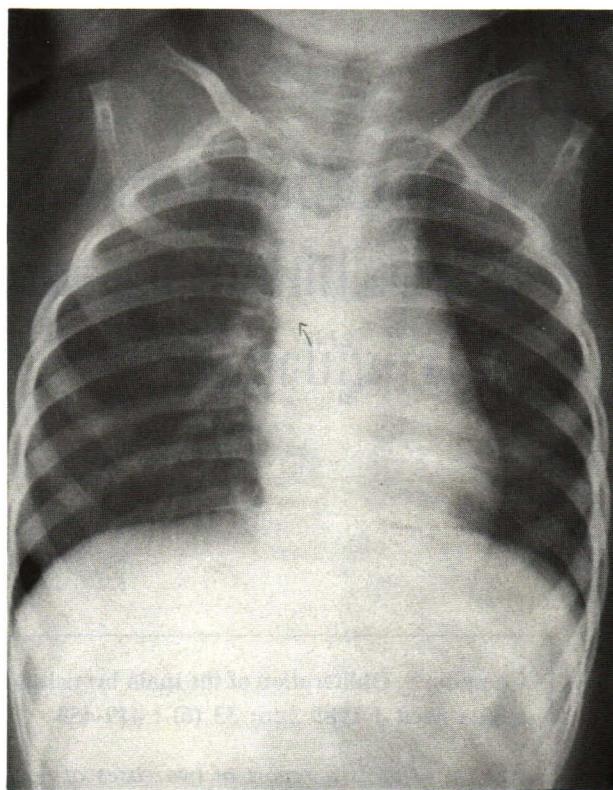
The 2 years 4 months old child who aspirated the seed of the custard apple and presented with dyspnea, cyanosis, cough on exertion. The decreased breath sound and expiratory wheezing were audible over the left lung. The chest radiograph was negative for radio-opaque foreign body. The relatively lucent and hyperinflation of the lower part of the left lung was observed, and normal air outline the right main bronchus (arrow). The diagnosis was aspiration of nonradioopaque foreign body in the left main bronchus. The bronchoscopy confirmed and successfully removal of the aspirated seed from the left main bronchus
